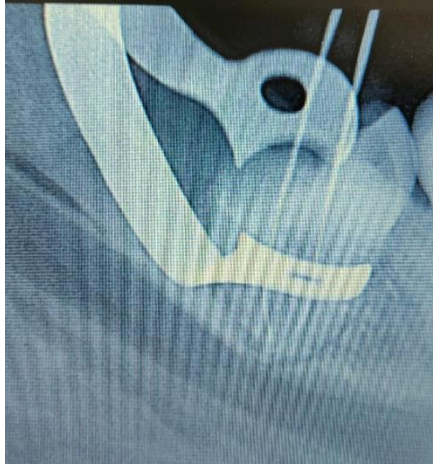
Radiografía periapical que muestra el órgano dental 4.8 con la conductometría
